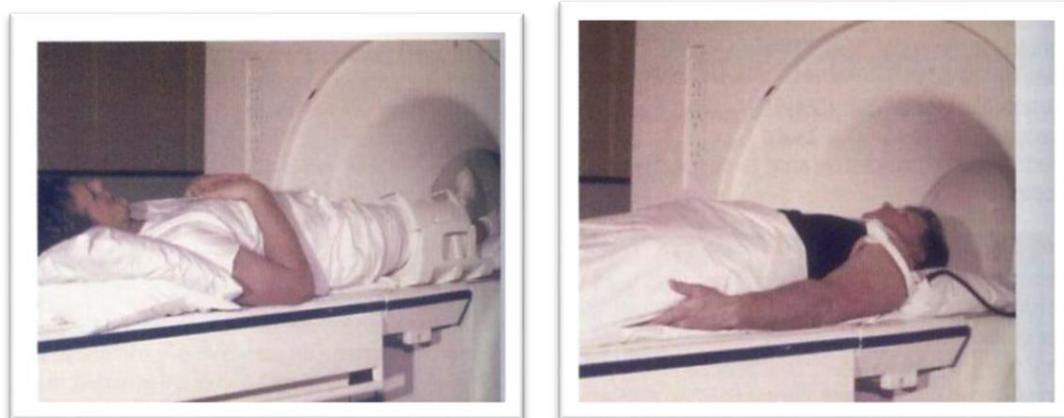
(a) posicionamiento para resonancia de rodilla (b) posicionamiento para resonancia de hombro.
